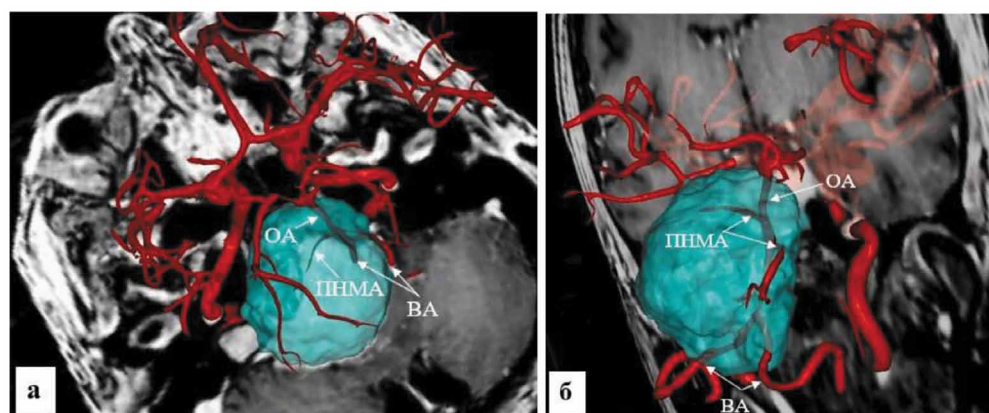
3-D реконструкция нейроваскулярных соотношений на аксиальном и фронтальных срезах МРТ при помощи программного обеспечения ИНОБИТЕК DICOM-просмотрщик, профессиональная редакция 2.1.0.23119 (ООО Инобитек, Россия). Основная артерия (ОА), обе передние нижние мозжечковые артерии (ПНМА) и обе вертебральные артерии (ВА) вовлечены в строму опухоли.
